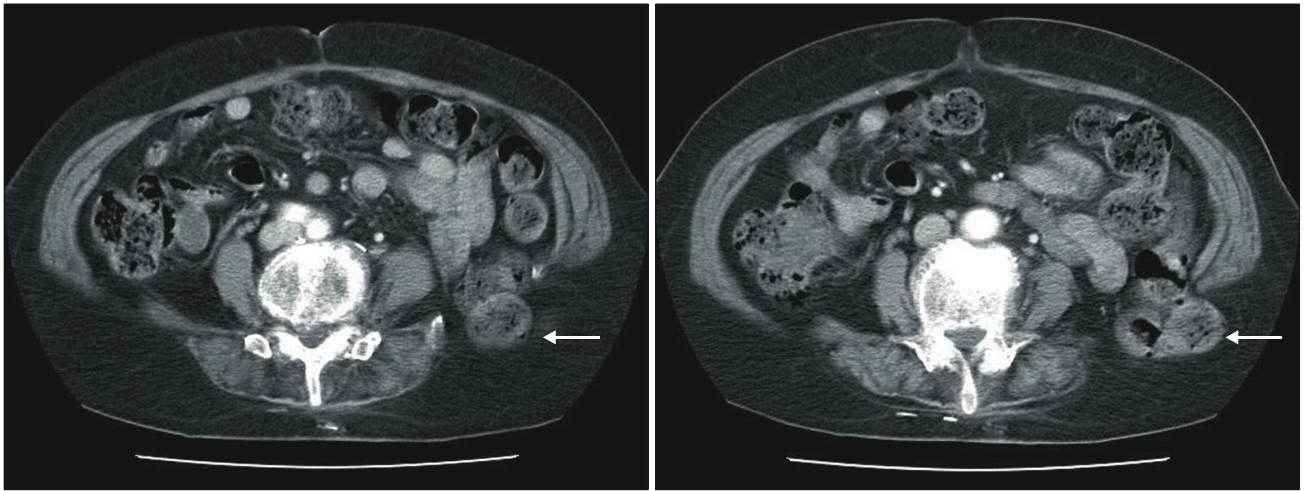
Abdominal CT demonstrating retroperitoneal fat and a part of descending colon protruding through the left inferior lumbar triangle.
